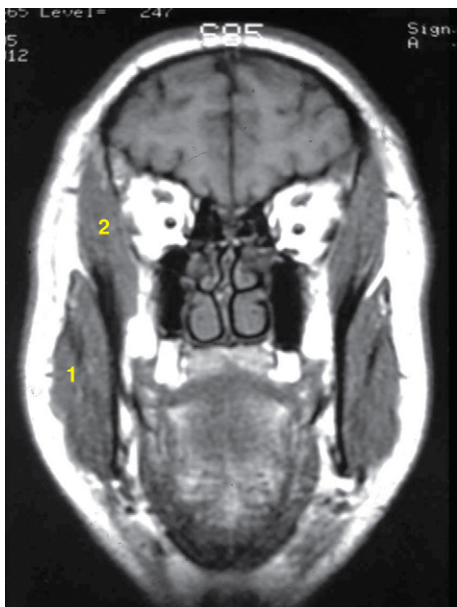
Corte de una RM coronal que pasa por los músculos: 1. masetero; 2. temporal.
